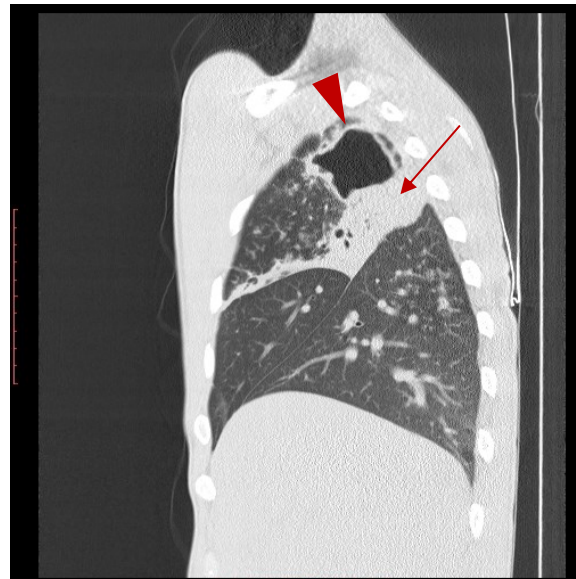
CT des Thorax sagittal im Lungenfenster vom 01.02.2018; 29-jähriger Indexpatient: Große Kaverne (Pfeilspitze) im rechten apikalen Oberlappen mit angrenzendem Infiltrat (Pfeil)
